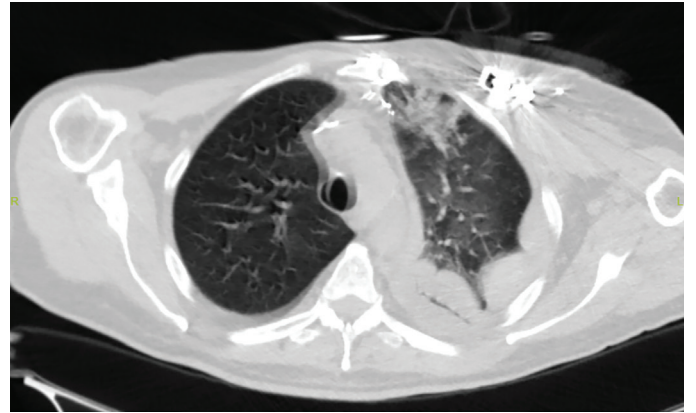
Çekilen toraks BT'de sol akciğer üst lobda parankimal ve alveolar hemoraji alanı (sol taraflı perikardiyal efüzyon kalp yetmezliği nedeni ile önceki görüntülemelerde de mevcut olup hemoraji olarak değerlendirilmemiştir)
